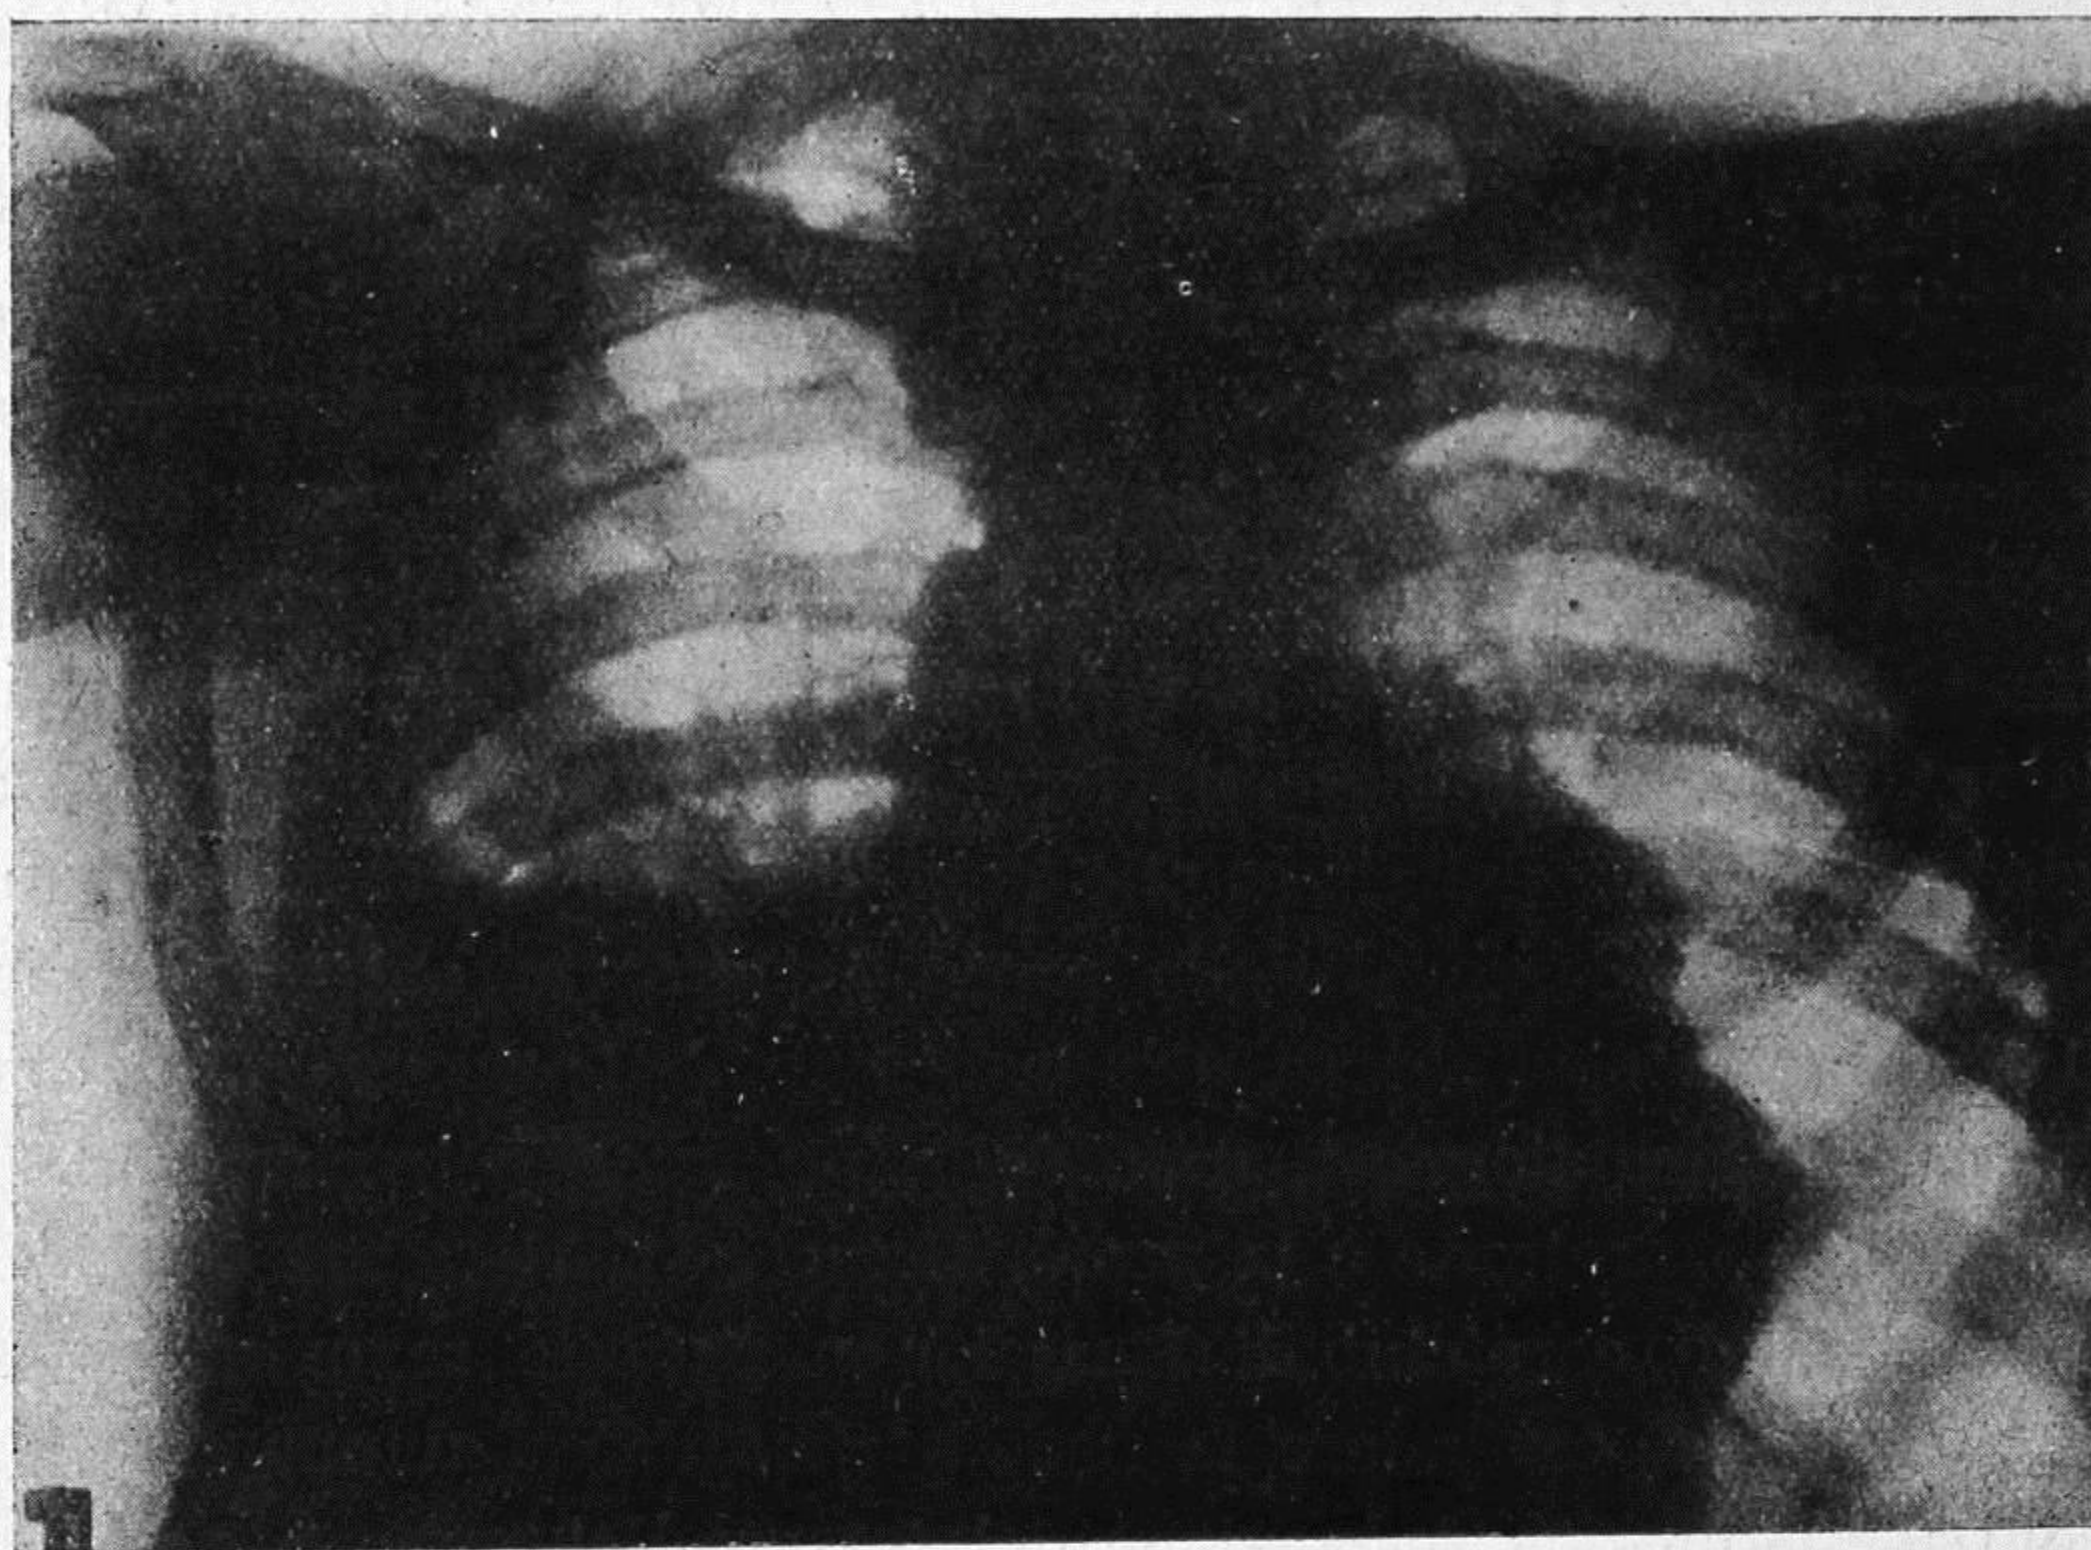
Radiografia eseguita più tardi: si vede aumentato il tumore; inoltre a sinistra appare una raccolta di essudato.
